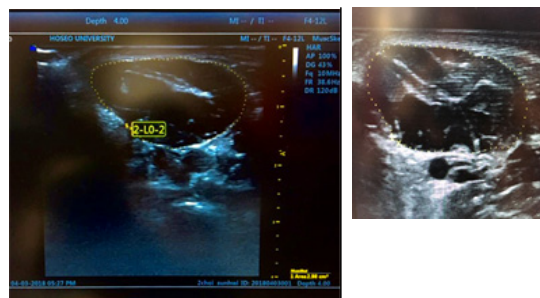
Ultrasound imaging of the cross-sectional area of the abductor hallucis.
